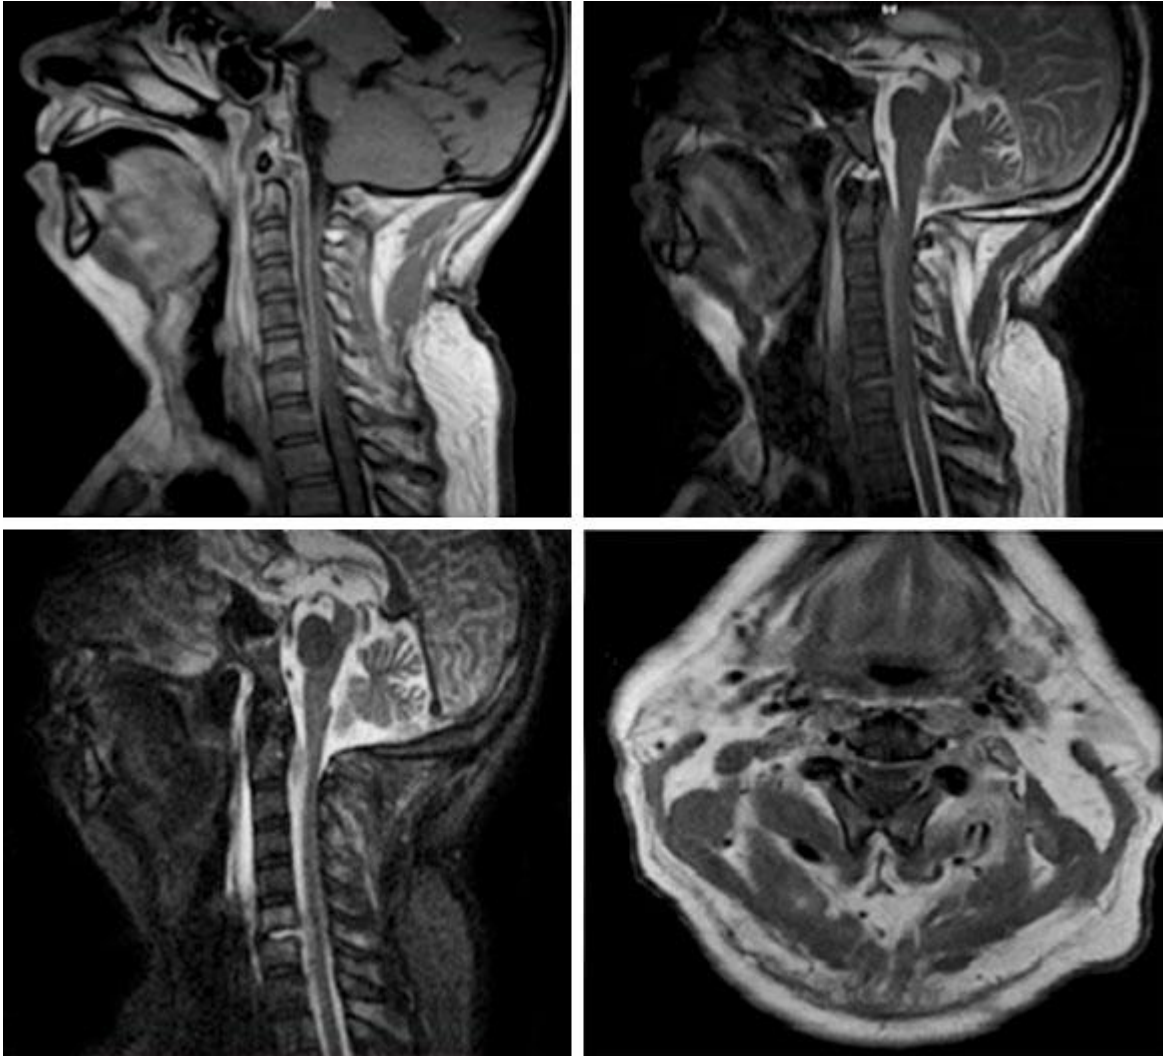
Imagen de Resonancia Magnética.
